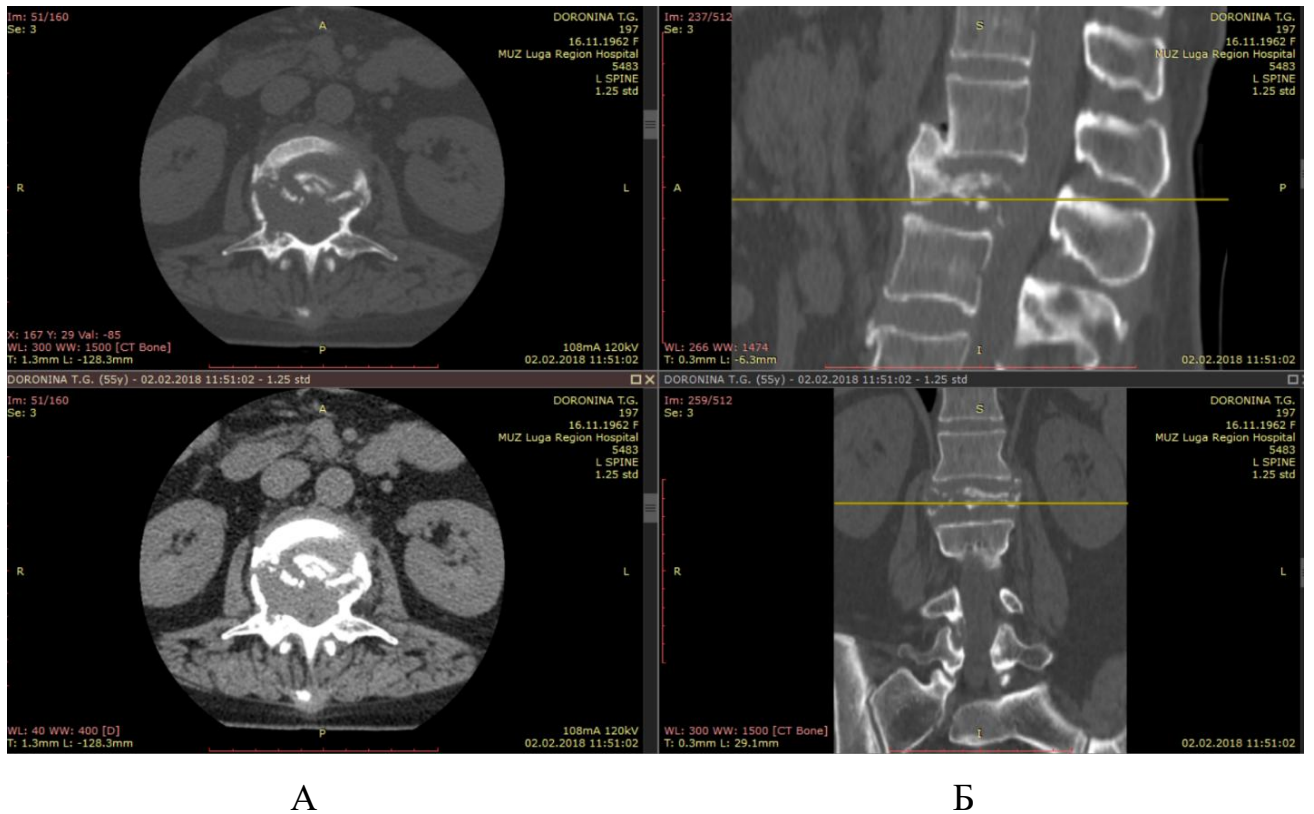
Компьютерная томография с метастатическим поражением L2 позвонка: А – аксиальные срезы; Б – сагиттальные срезы: поражение L2 позвонка
